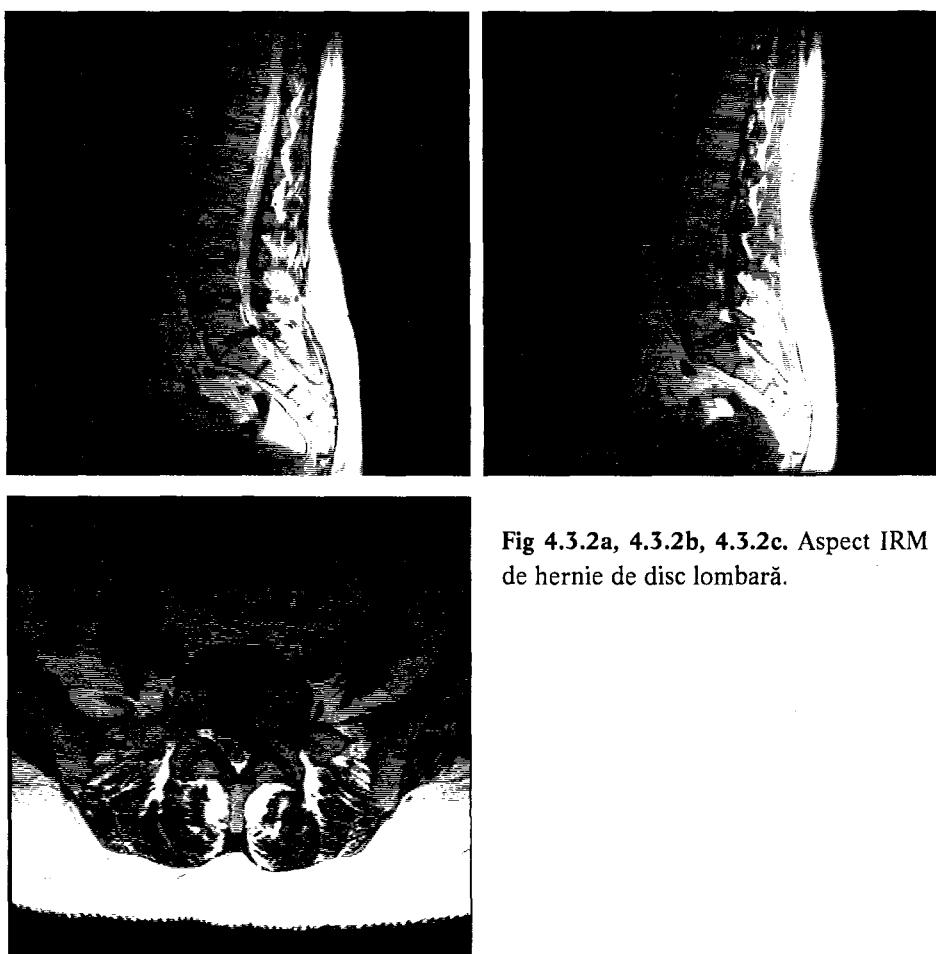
3.2b, 4.3.2c. Aspect IRM de hernie de disc lombară.
